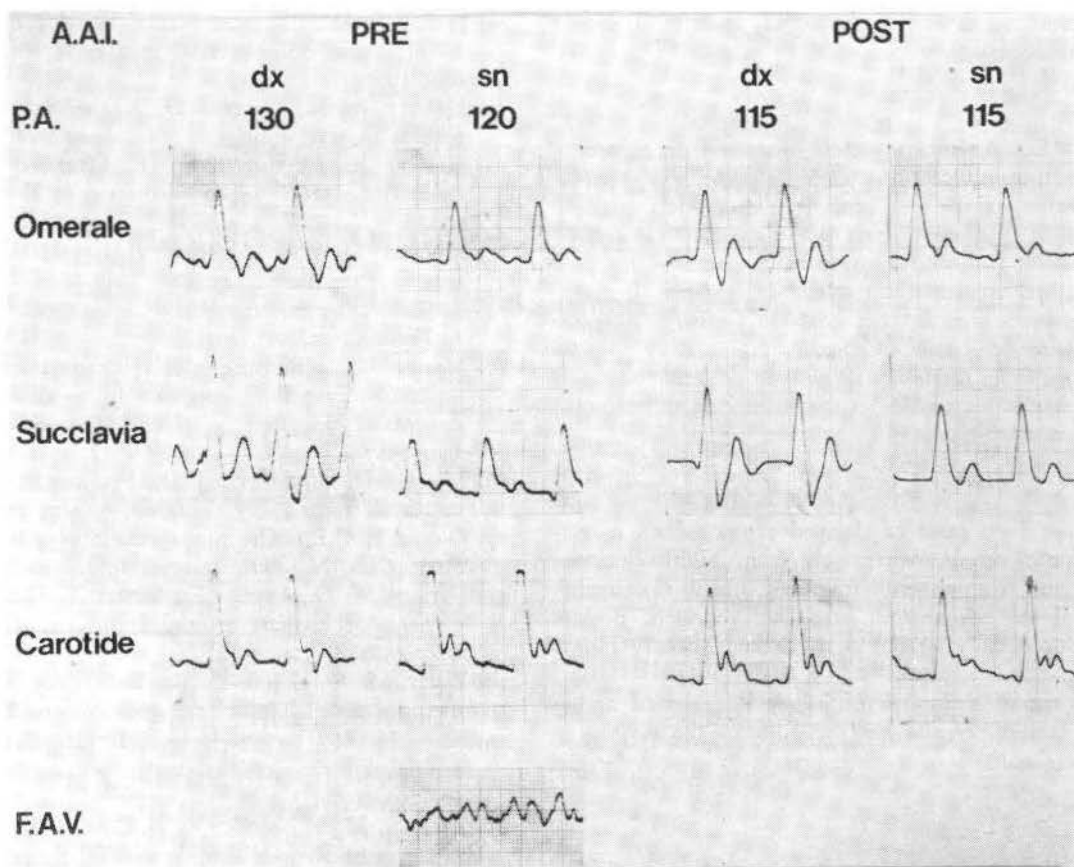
Caso clinico n. 2. Tracciati ultrasonori Doppler pre- e post-operatori.
